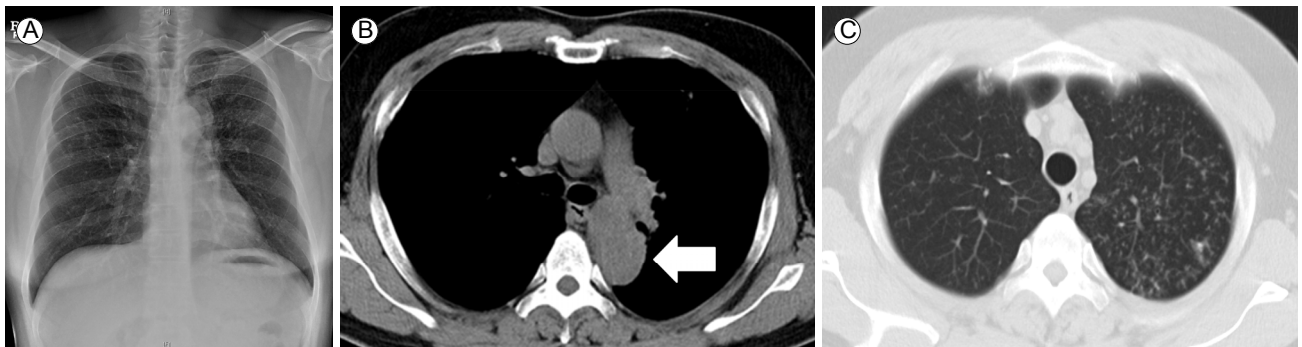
A simple chest x-ray revealed miliary pulmonary nodules and a mass-like density over the left supra-aortic lesion (A). Initial chest non-contrast computed tomography showed a well-defined soft tissue density (arrow, 14 mm in size) in the left supra-aortic lesion (B) and miliary pulmonary nodules with a tree-in-bud pattern in both upper lungs (C).
